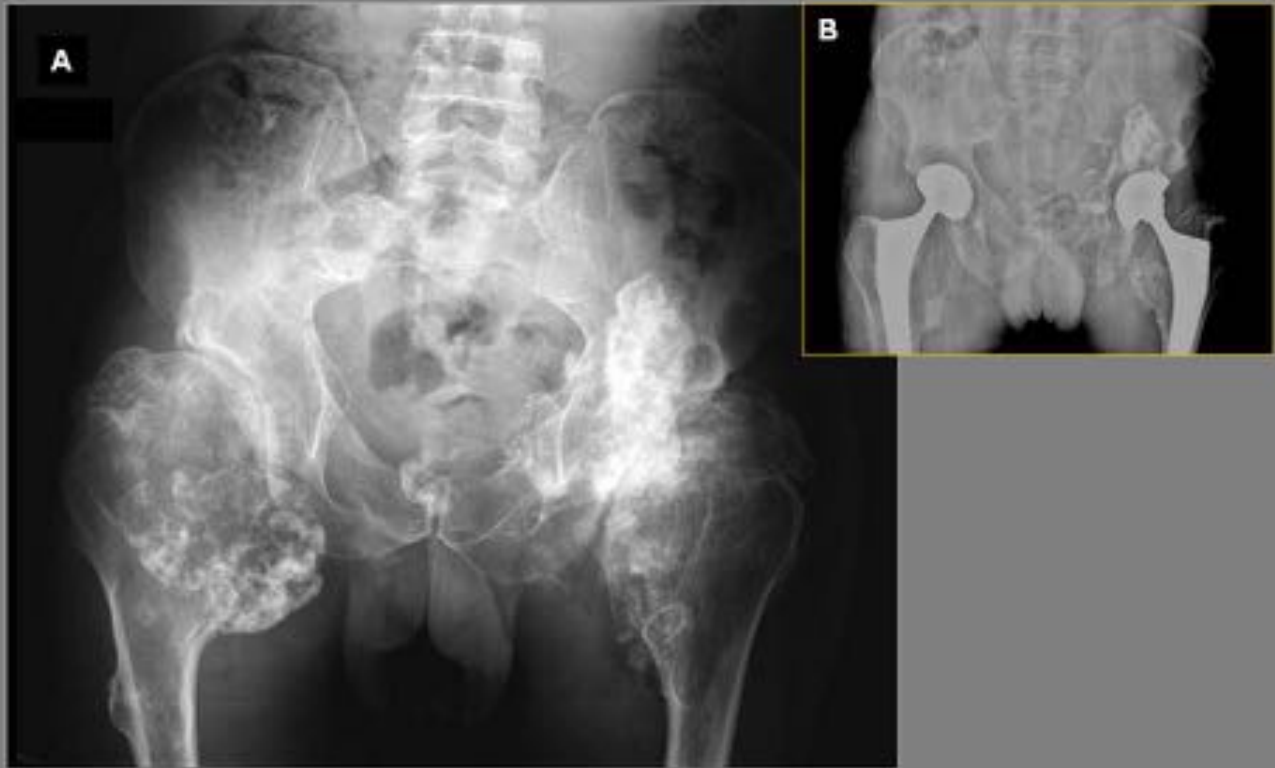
Radiografía AP de pelvis en paciente con Osteocondromatosis Múltiple (A). Importante deformidad en las articulaciones coxofemorales por la presencia de grandes osteocondromas sésiles , con osificación abigarrada que afectan a la cabeza y el cuello de los fémures y a la región acetabular. Radiografía AP de pelvis que muestra el aspecto tras la cirugía con colocación de prótesis en ambas caderas (B)
